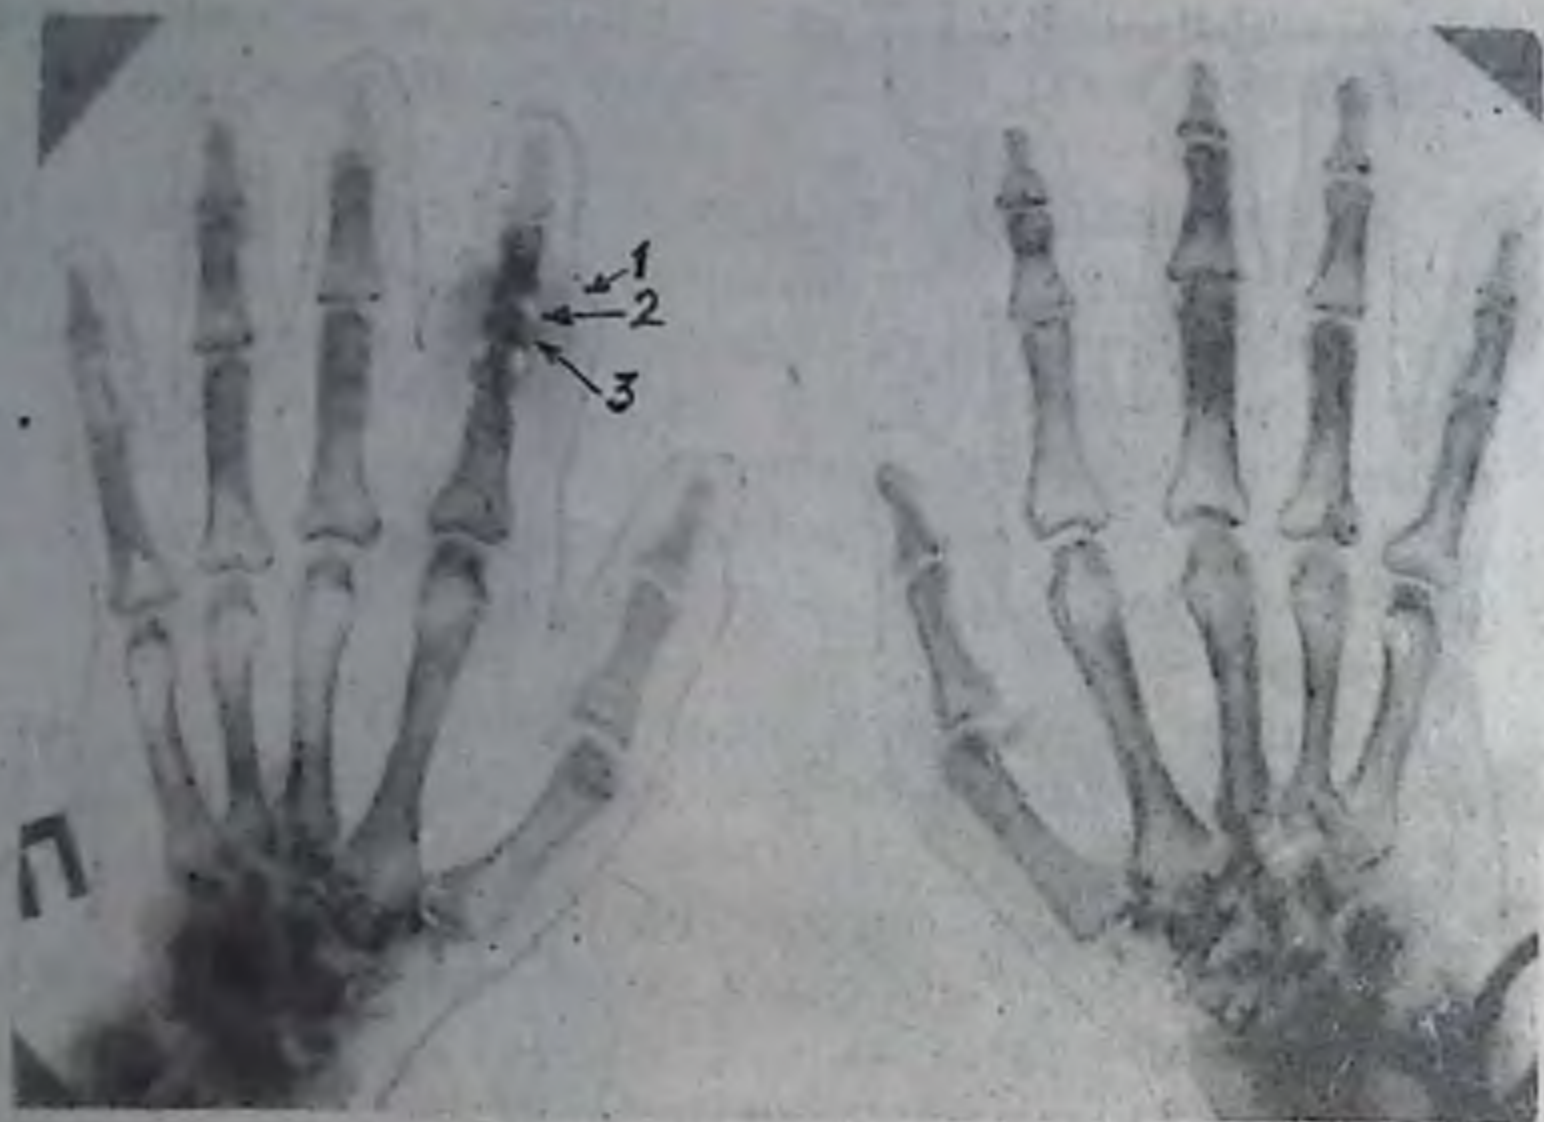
Хронический ревматический артрит. Рентгенограмма обеих кистей в прямой проекции:
